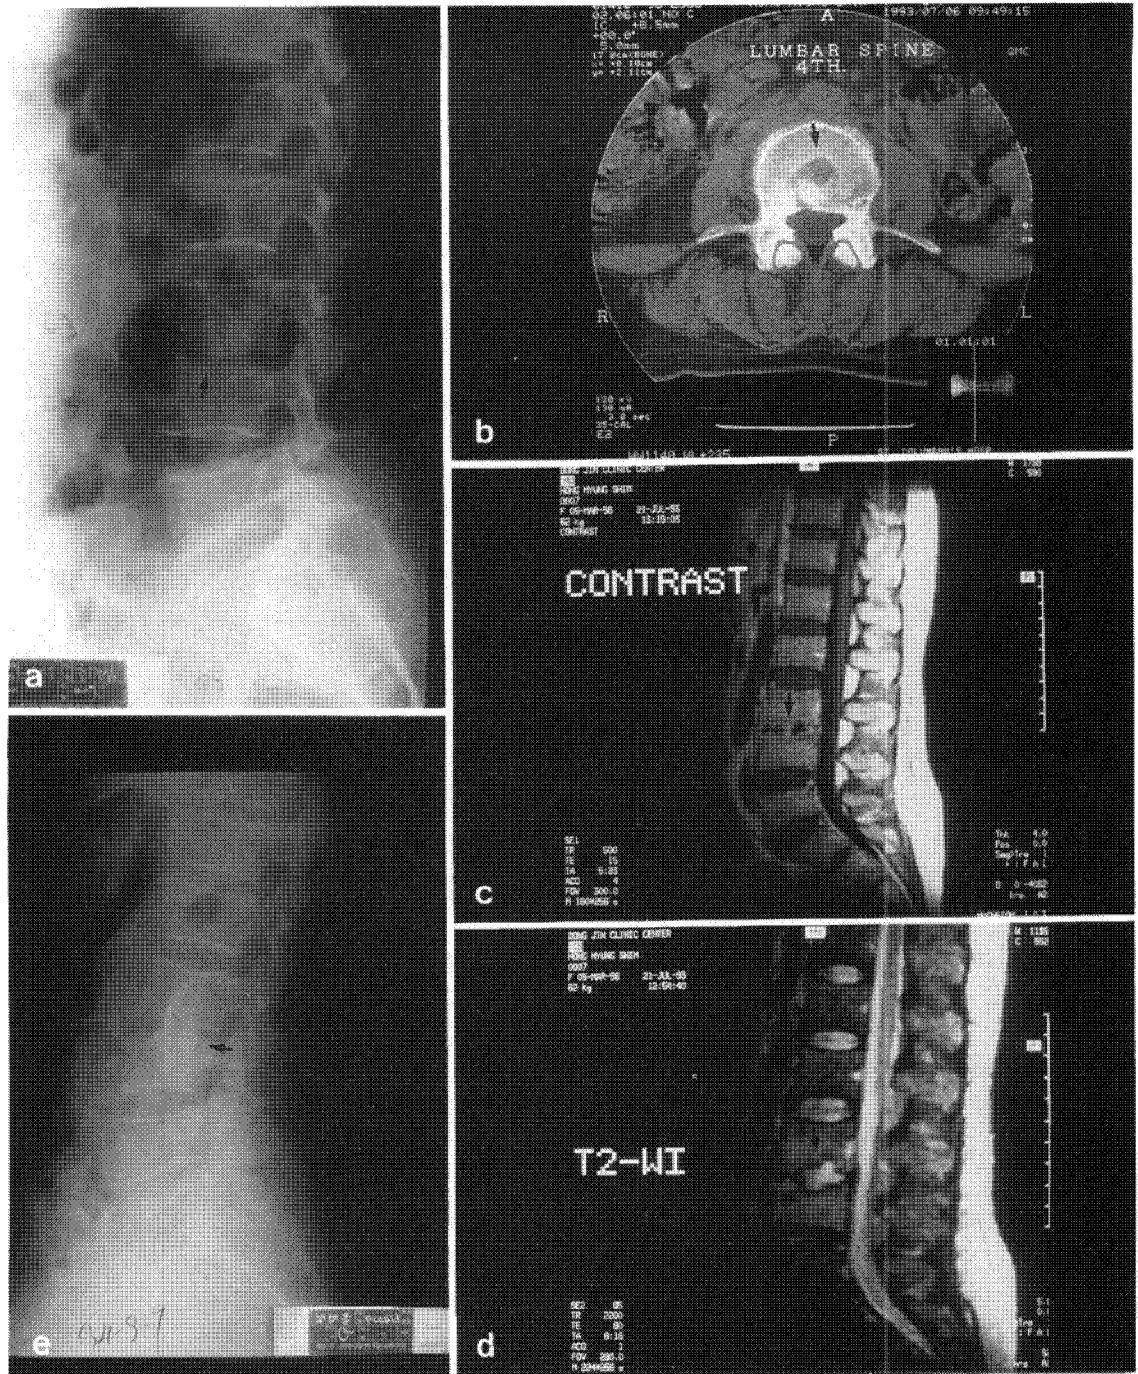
Radiography shows joint space narrowing of interspace of L3,L4 with bony erosion.
